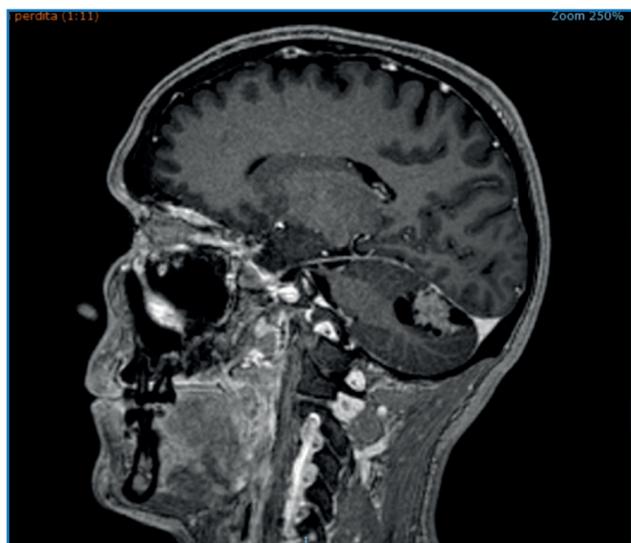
RM cerebrale del maggio 2013.
